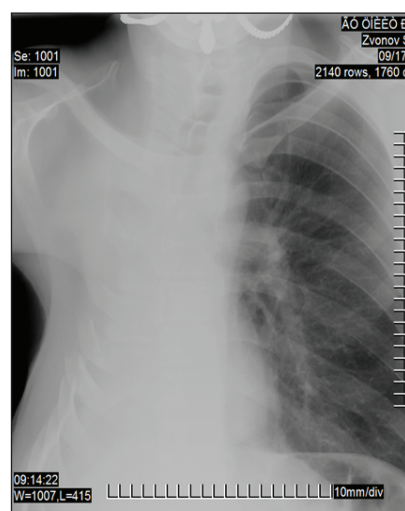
Обзорная рентгенограмма больного 3. при выписке
